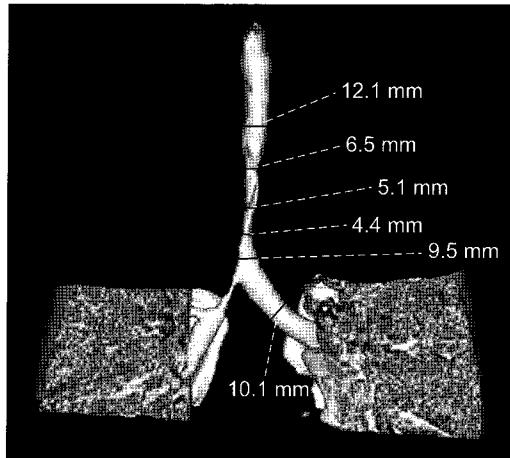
Preoperative 3D-CT scan shows diffuse tracheobronchial stenosis.
